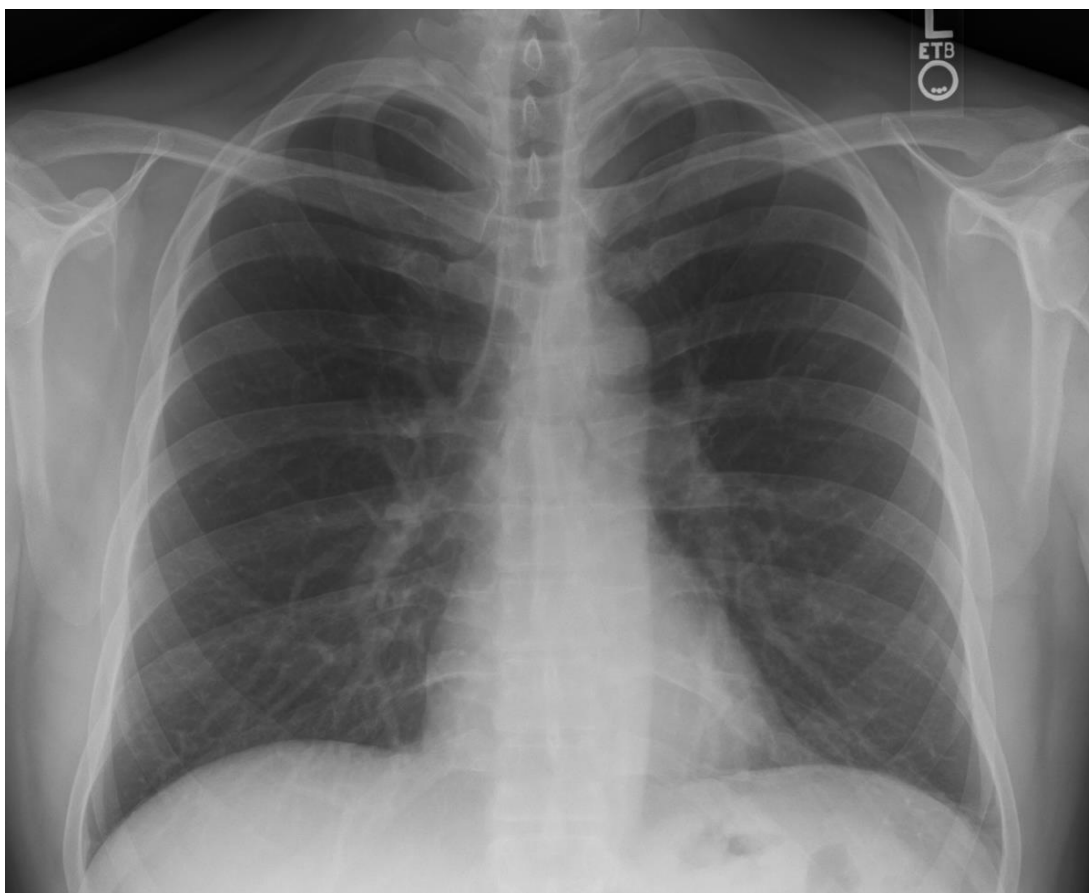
Обзорная рентгенография грудной полости больного П., 45 лет
